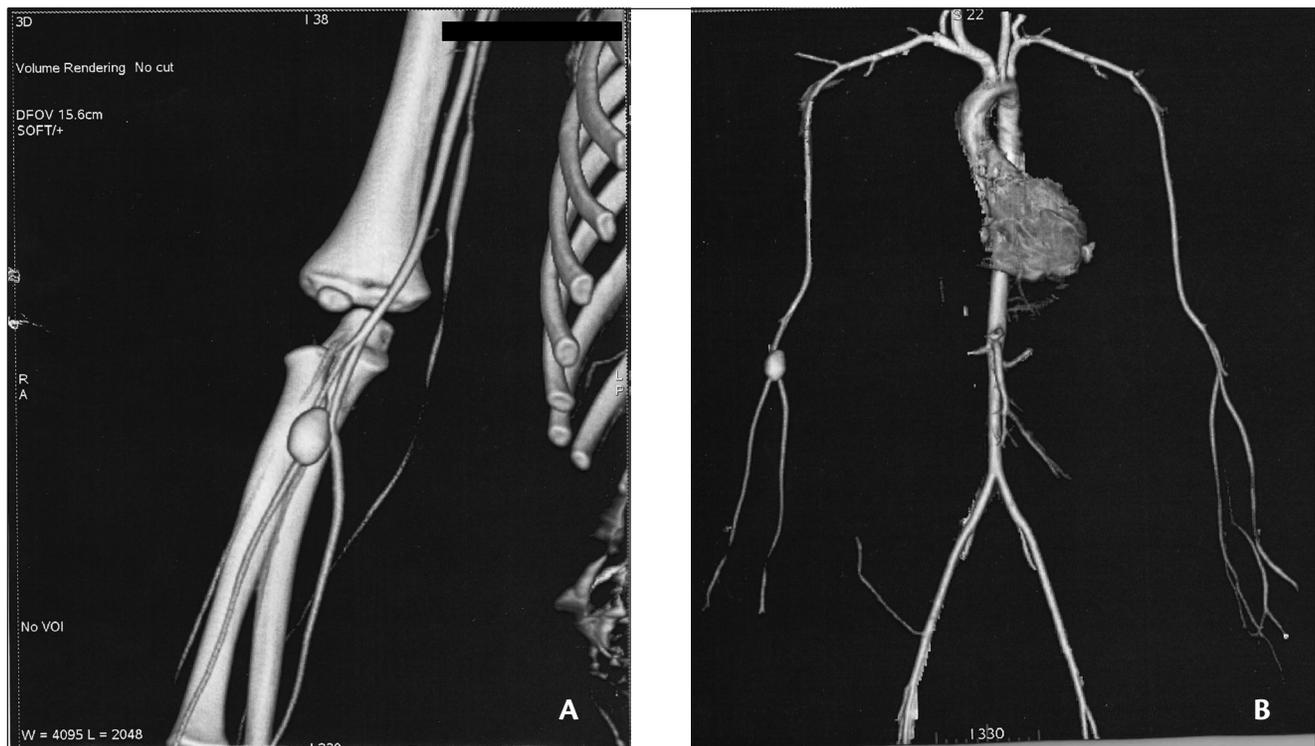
(a) Panangiogramia helicoidal *multislice*. (b) Angiotomografia helicoidal evidenciando o aneurisma da artéria radial direita.
